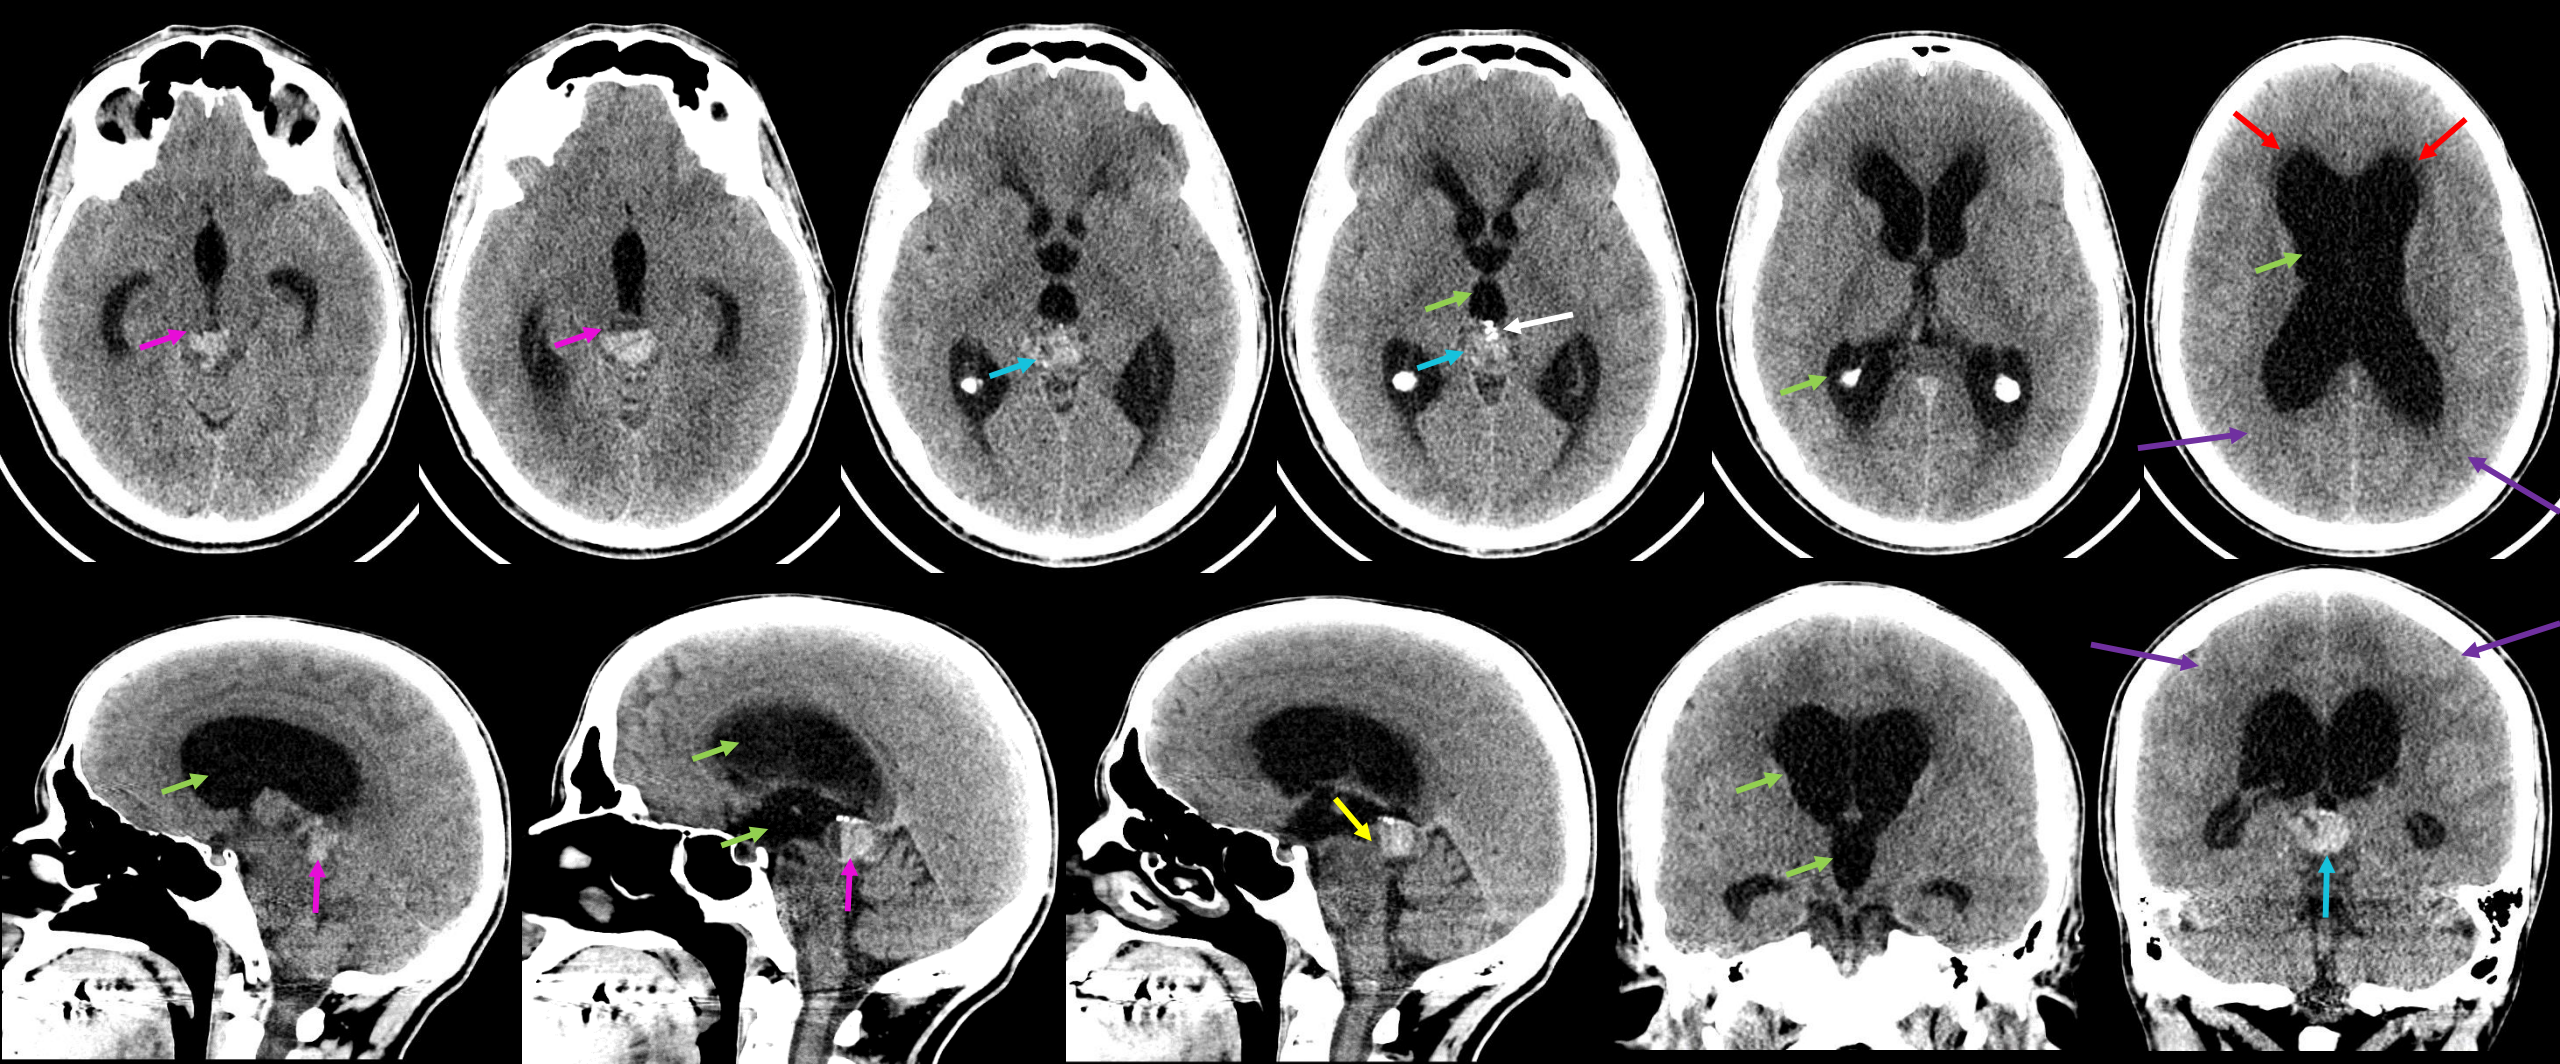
Tomografía computada de encéfalo sin contraste EV (axial; sagital y coronal)
